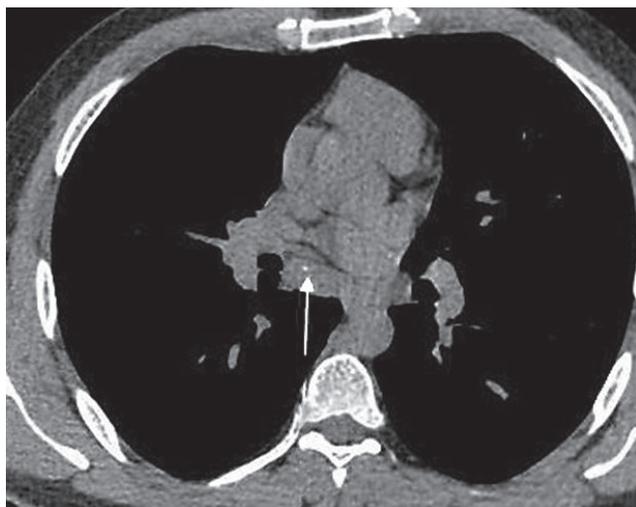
КТ. Увеличение лимфоузлов на фоне положительных иммунологических тестов (окончательный диагноз-лимфогранулематоз).
